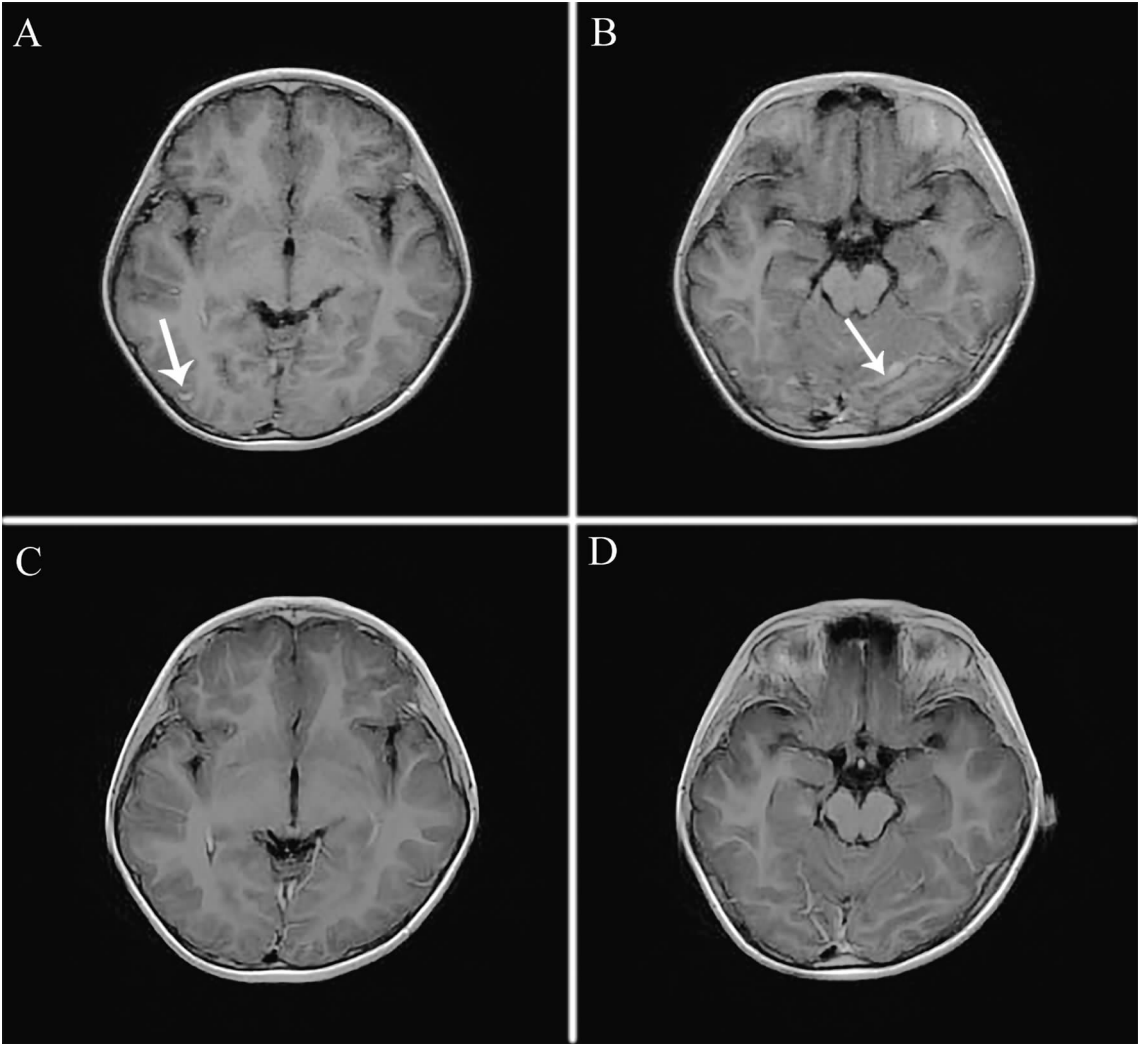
一例广州管圆线虫病患儿头颅MRI增强扫描所示病灶影像
